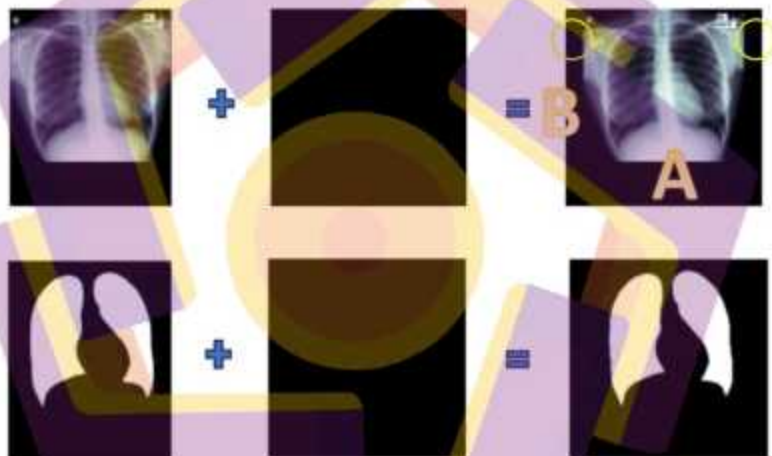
2 Resize terhadap citra *X-Ray*
